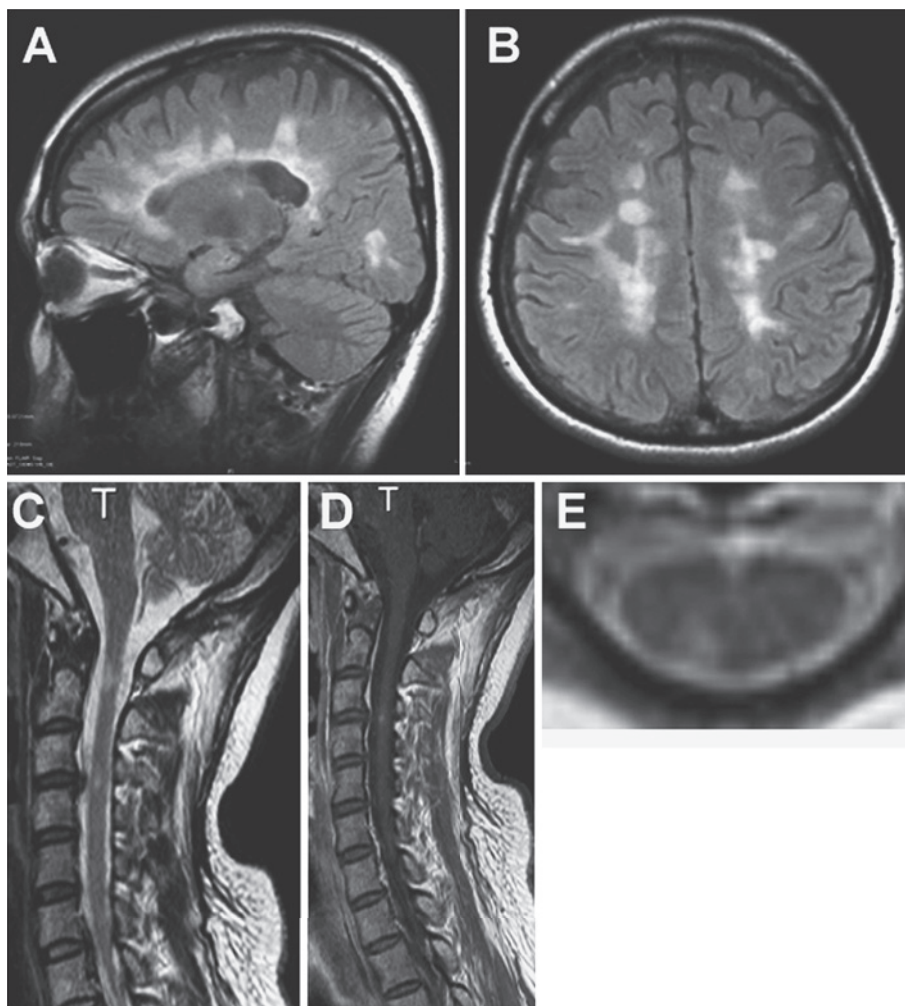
A, B: FLAIR images of brain and spinal cord. Brain MRI revealed diffuse white matter lesions. Thalamus and cerebellum were intact.
